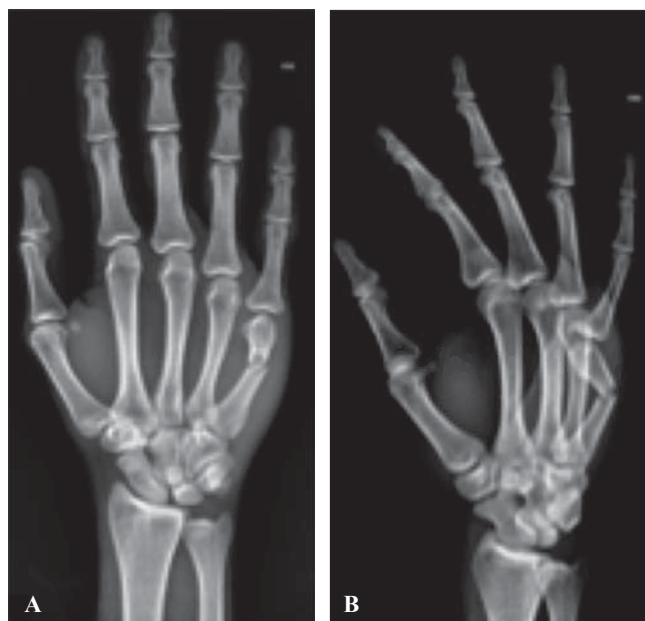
A. Radiografías AP y B. Oblicua de mano derecha.
